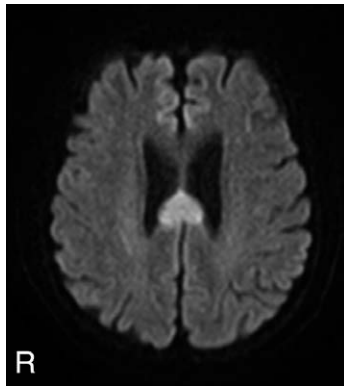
MRI of the brain at the onset of blindness.
